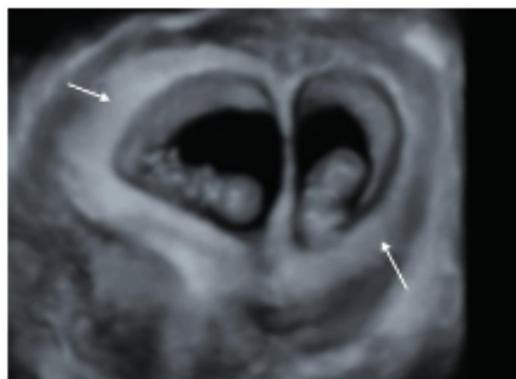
Ecografía 3D de una gestación gemelar bicorial biamniótica de 8 semanas. Se visualizan dos sacos gestacionales rodeados cada uno por su corion (flechas); en su interior está el embrión rodeado por su amnios (A) y su correspondiente vesícula vitelina (V).
